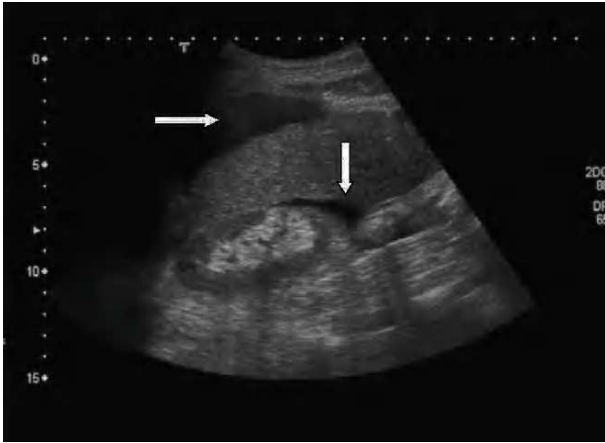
Ecografía abdominal: líquido libre periesplénico.
